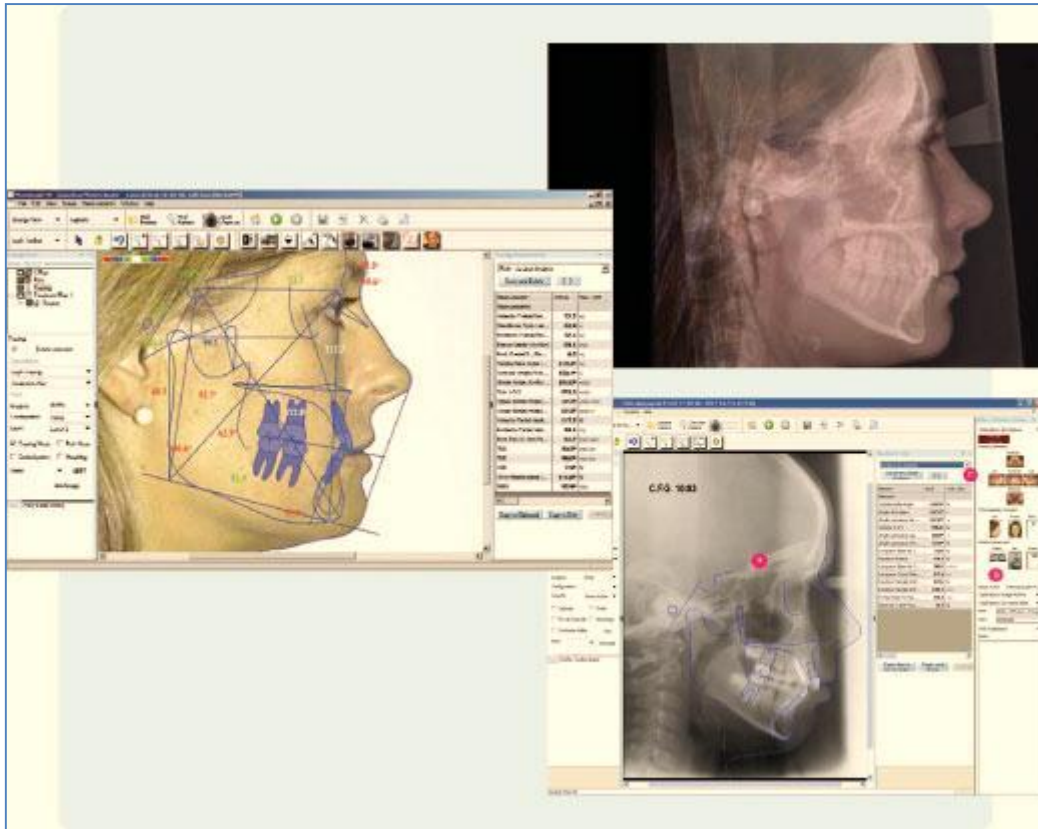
Ejemplo de visualizaciones en el programa Nemoceph. Herramienta de superposición de radiografía/fotografía, visualización del trazado, registro de serie completa de imágenes y fotografías del paciente.
